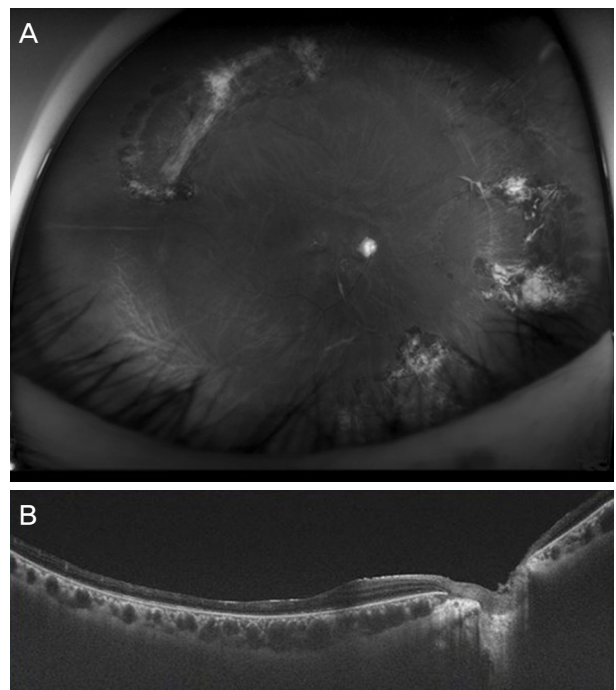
Postoperative clinical findings. Wide angle fundus photography (A) and optical coherence tomography (B) at 1 year and 3 months after removal of silicone oil. The retina remained attached and there were no signs of active inflammation.
